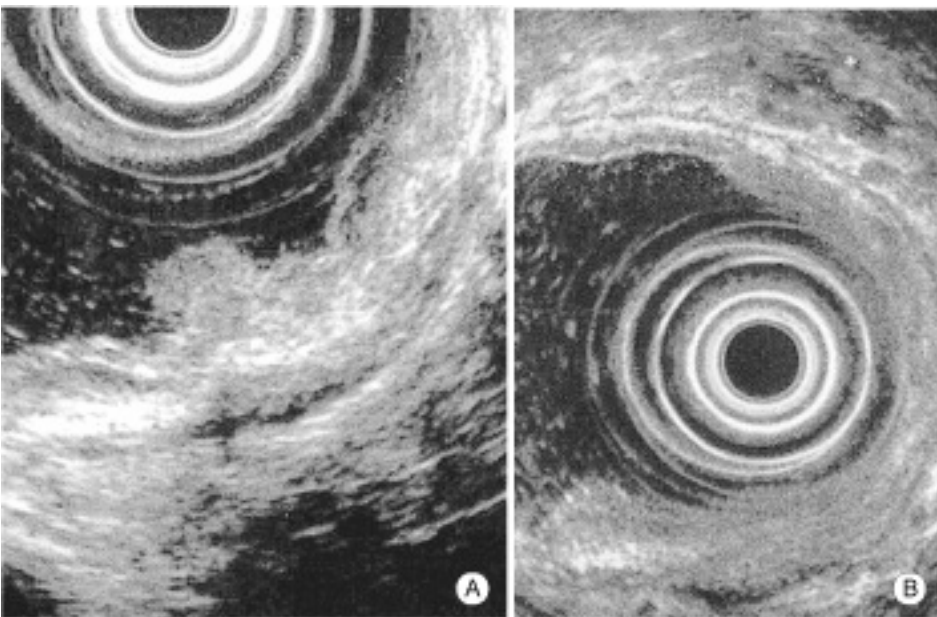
Endoscopic ultrasonographic finding of the tumor. (A) The tumor is infiltrating through the muscularis propria layer. (B) An about 1.5 cm sized peri-gastric lymph node is noticed.
